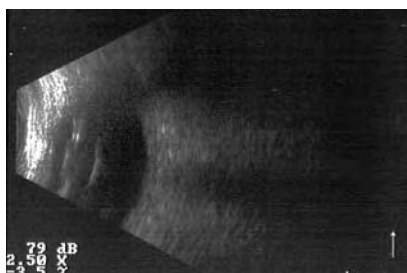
Ecografía (modo B) del ojo izquierdo.
